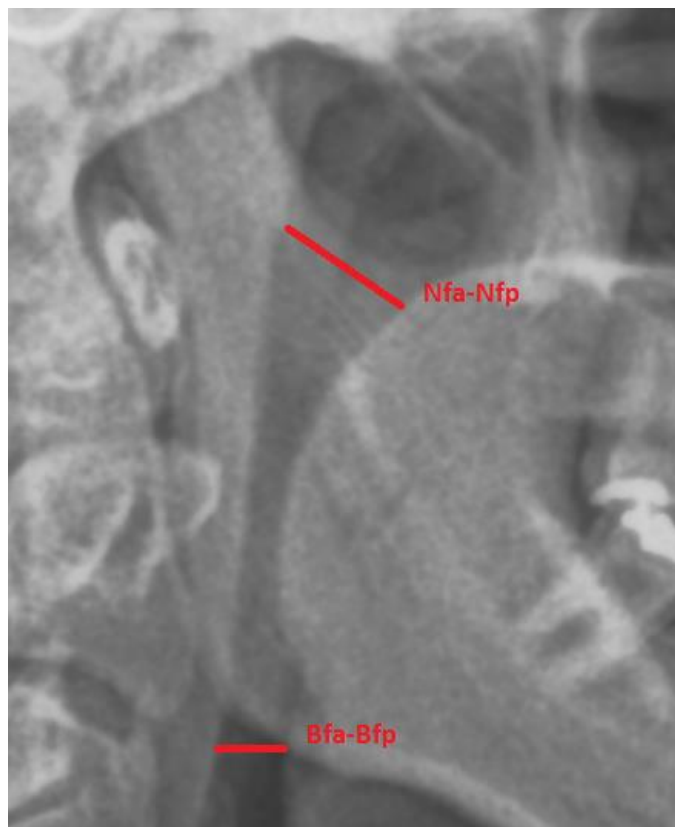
Telerradiografia evidenciando o espaço Nasofaríngeo (Nfa-Nfp) e Orofaríngeo (Bfa-Bfp)
